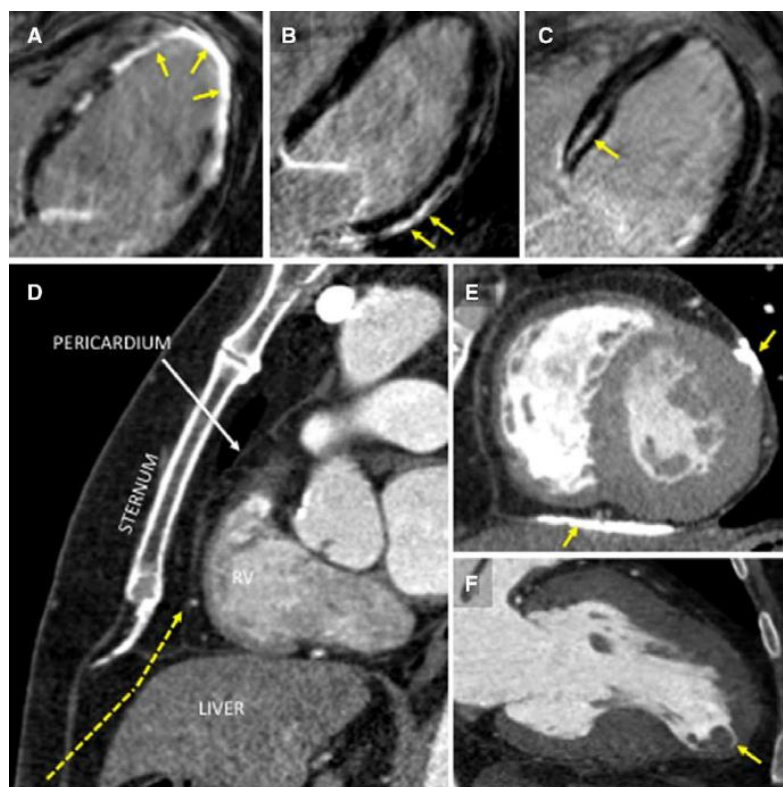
Localisation de la rétention tardive par IRM cardiaque.
